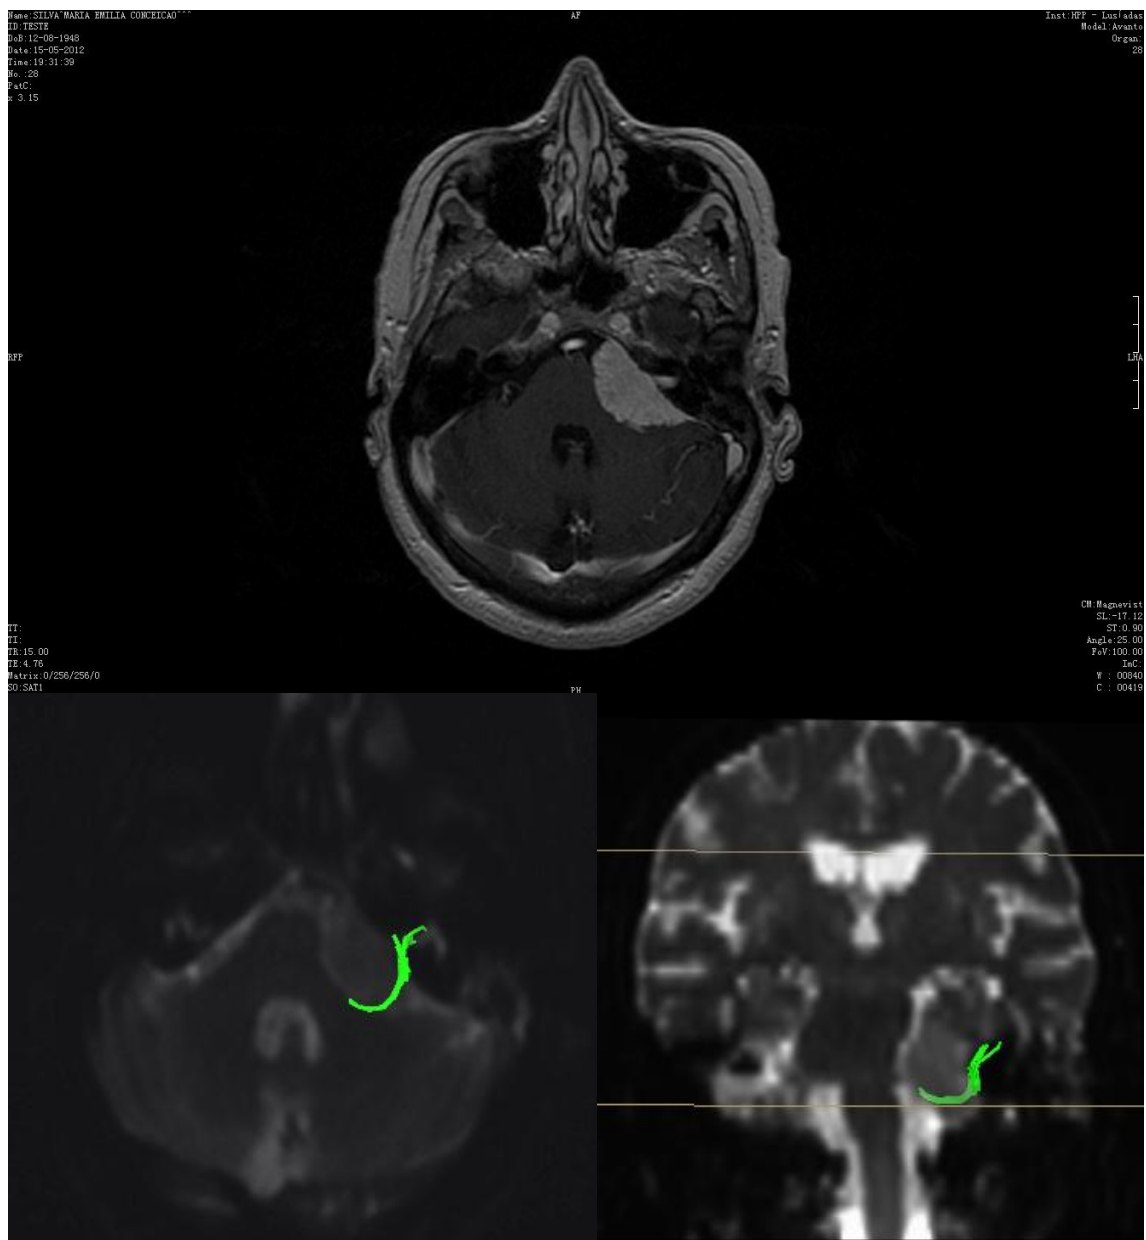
CASO 6: Meningioma do ângulo ponto-cerebeloso esquerdo. Superior: RM CE T1, gadolínio EV, corte axial. Inferior esquerda: Tratografia do Nervo Facial, em verde, que permite ver uma posição posterior. Corte axial. Inferior direita: Tratografia do Nervo Facial, em verde, que revela uma posição inferior. Corte coronal.
